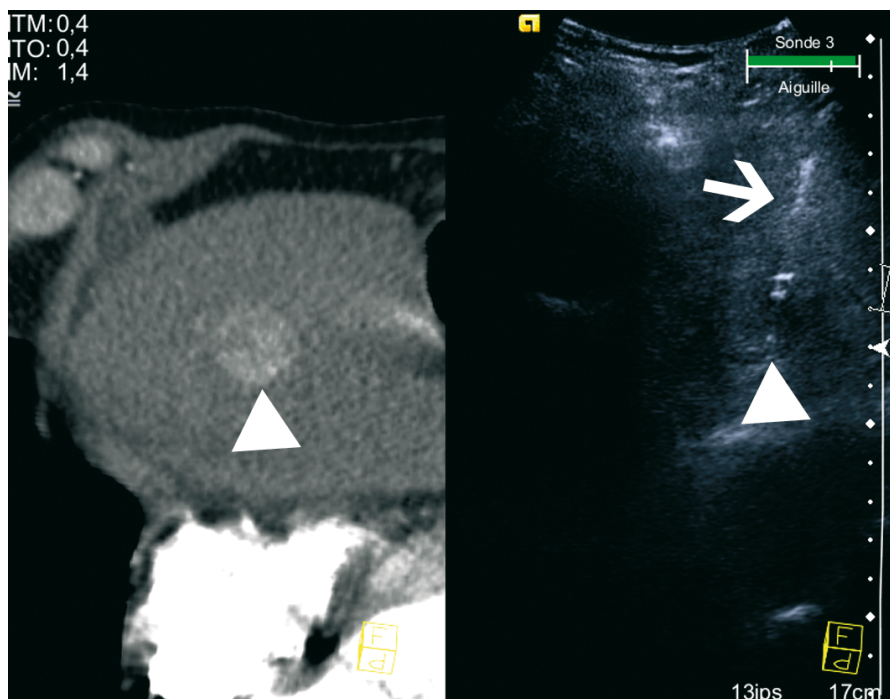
Lésion nodulaire du dôme hépatique visible uniquement à la phase artérielle du scanner et très difficilement visible en échographie. La fusion permet de trouver la lésion (têtes de flèche) et de réaliser la ponction (flèche) dans des conditions de sécurité acceptables
